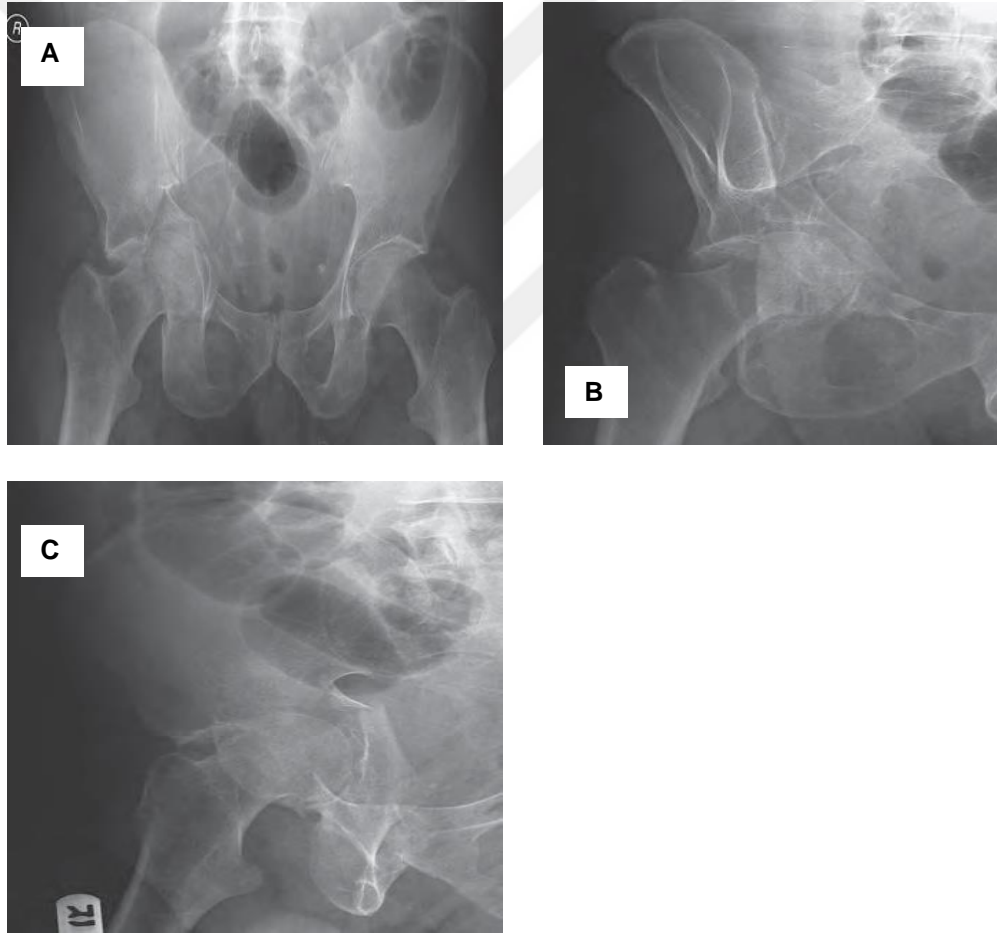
T-tipi kırık radyografisi A; AP Grafi B; Obturator Oblik Grafi C; İliak Oblik Grafi.
